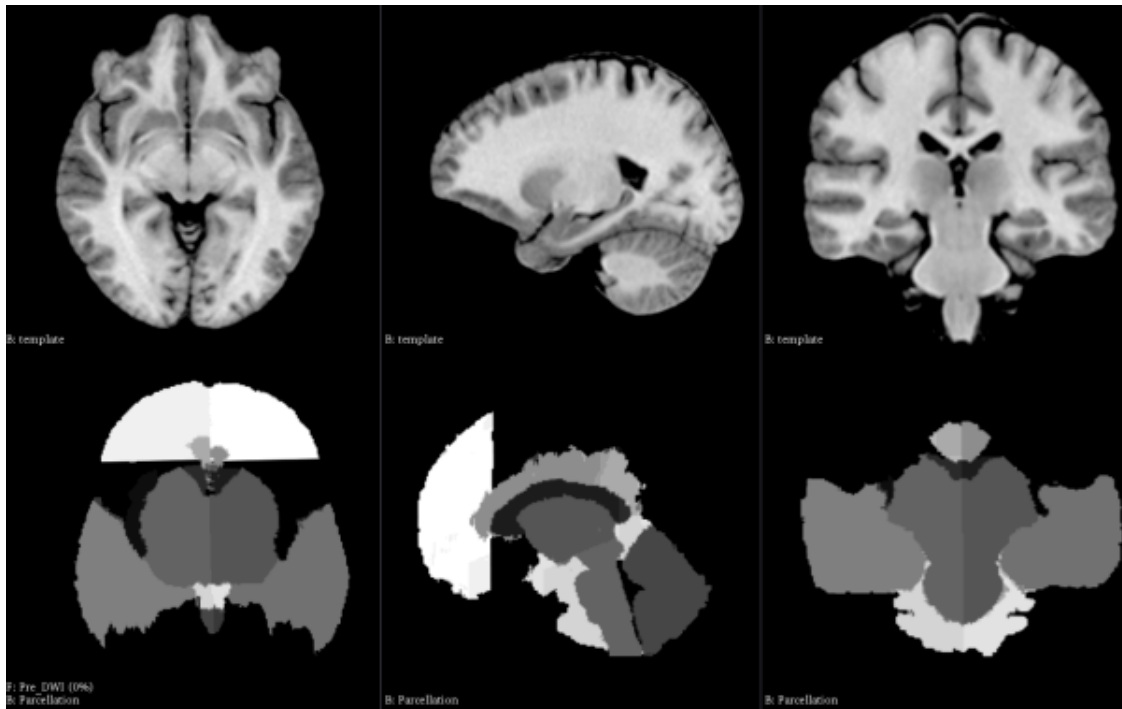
Amostragem das imagens DWI com o template
